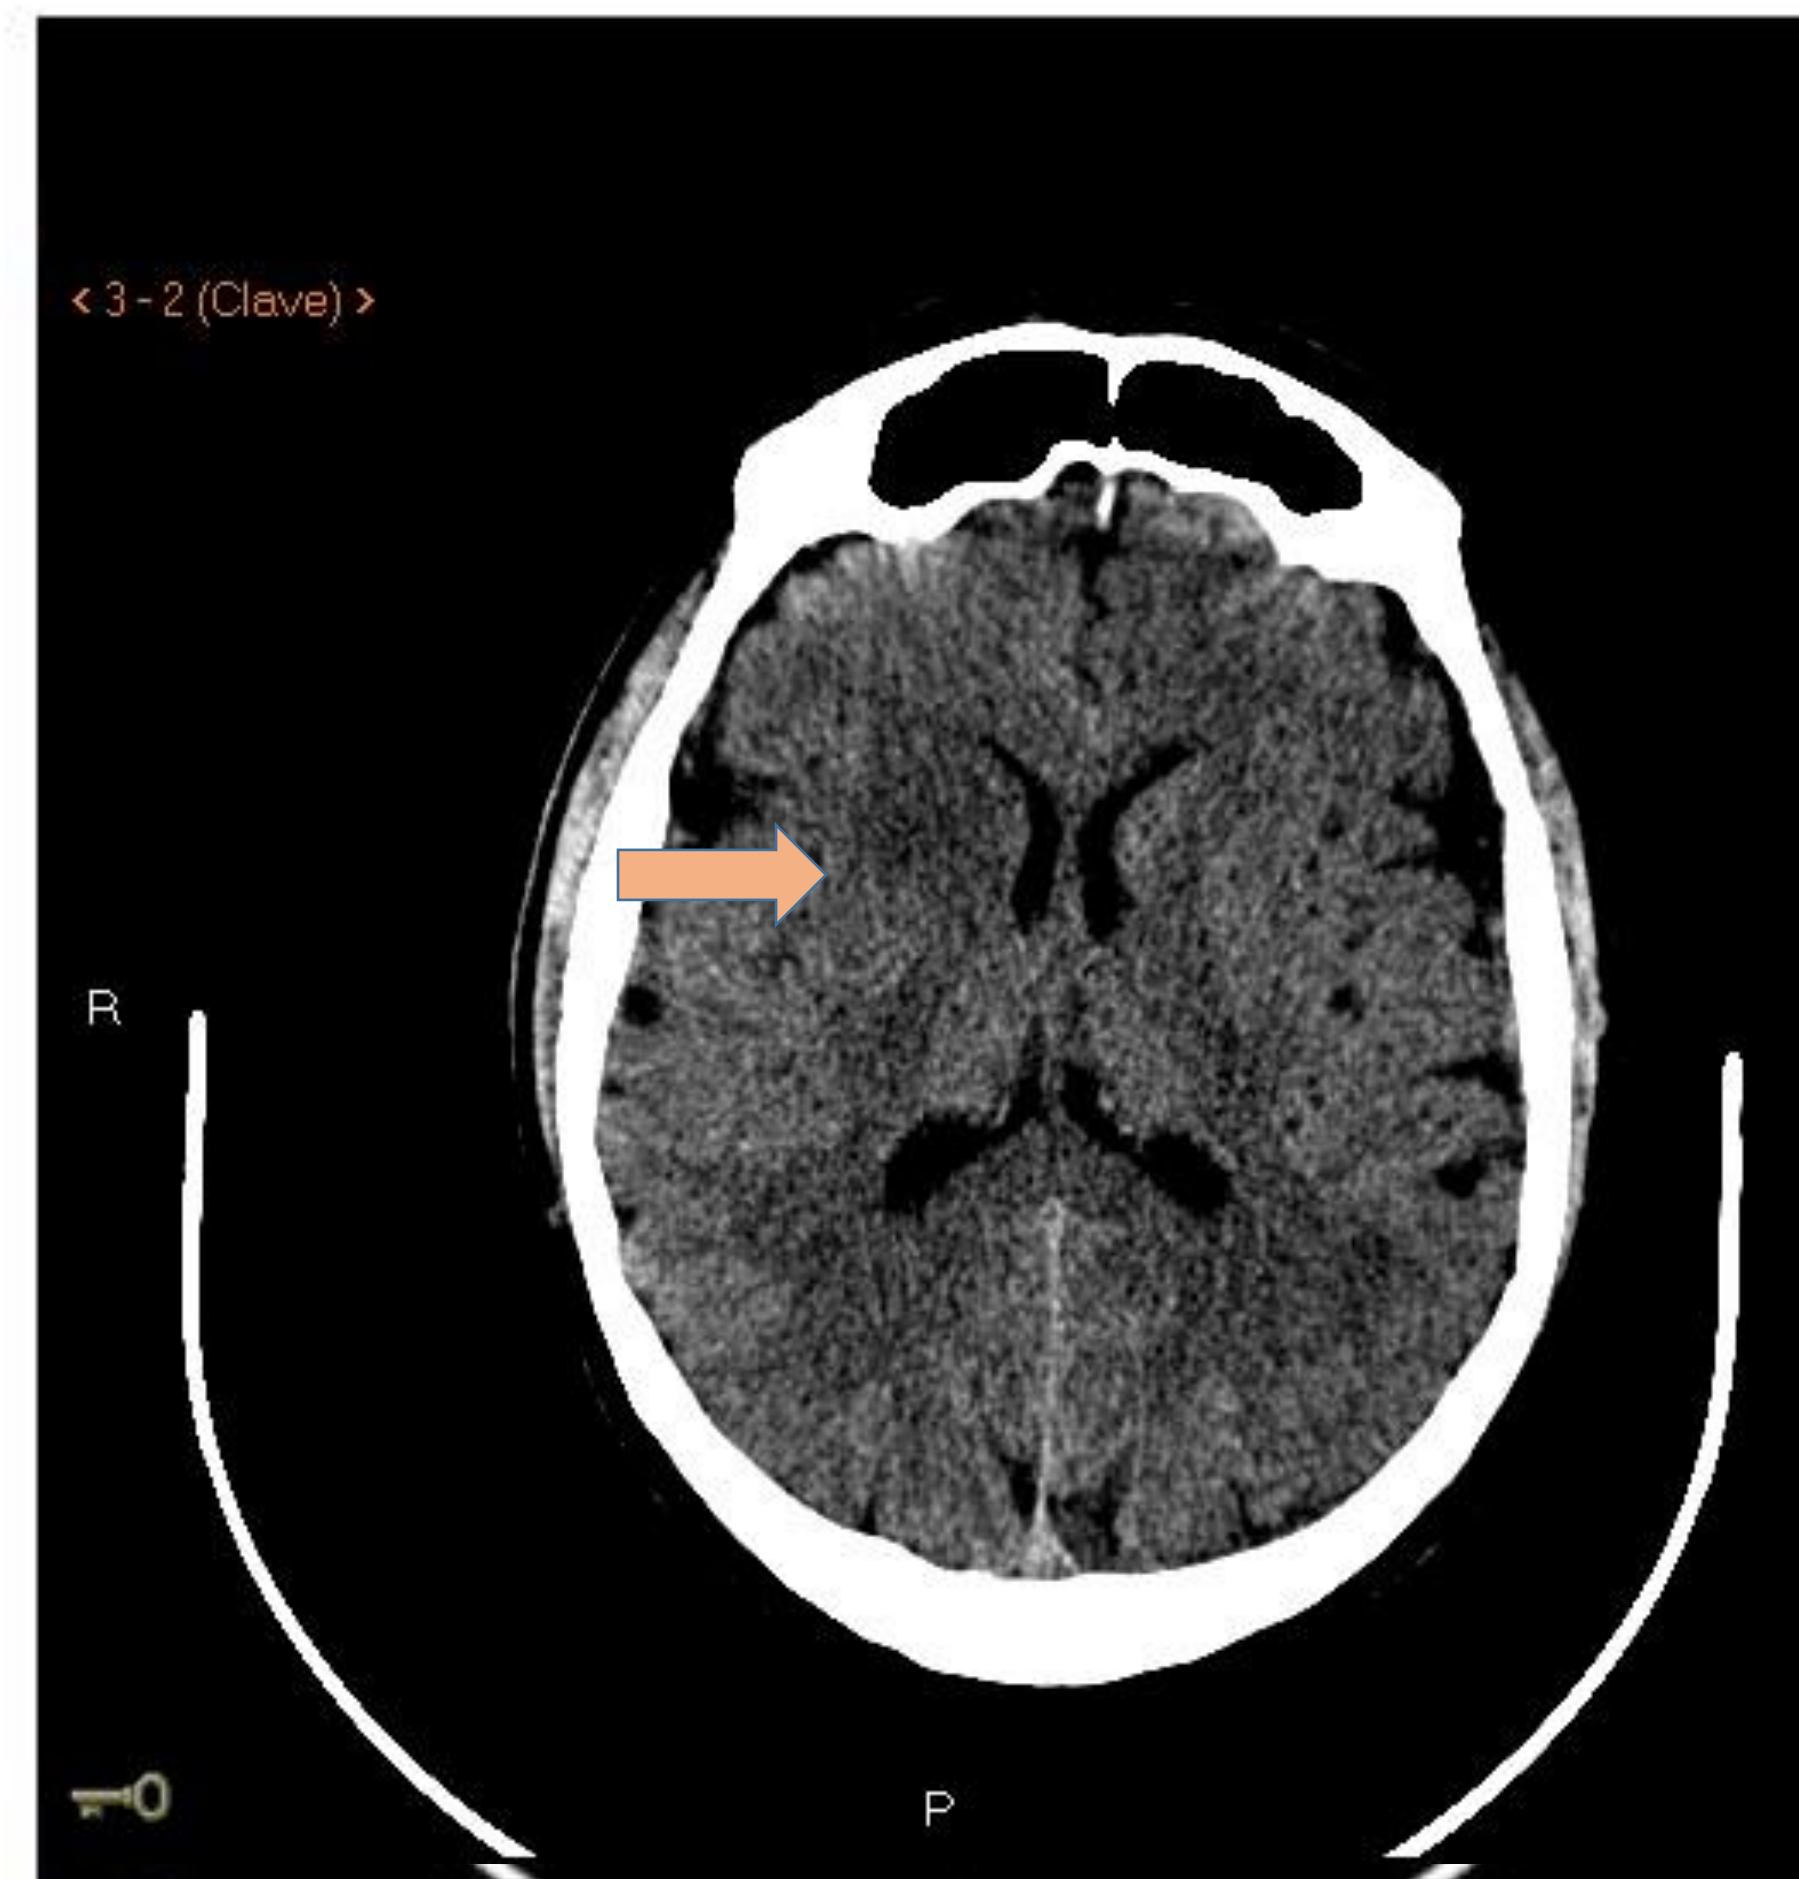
TC de cráneo sin contraste (fila superior) y AngioTC (fila inferior). Se observa sutil hipodensidad en caudado derecho (flecha naranja) en relación con lesión isquémica aguda establecida. Área hipodensa con pérdida de la diferenciación córtico-subcortical en localización temporal posterior derecha. En AngioTC se observa oclusión del segmento M1 de la ACM derecha (flecha amarilla) así como defecto de repleción en vena cortical (flecha azul).
